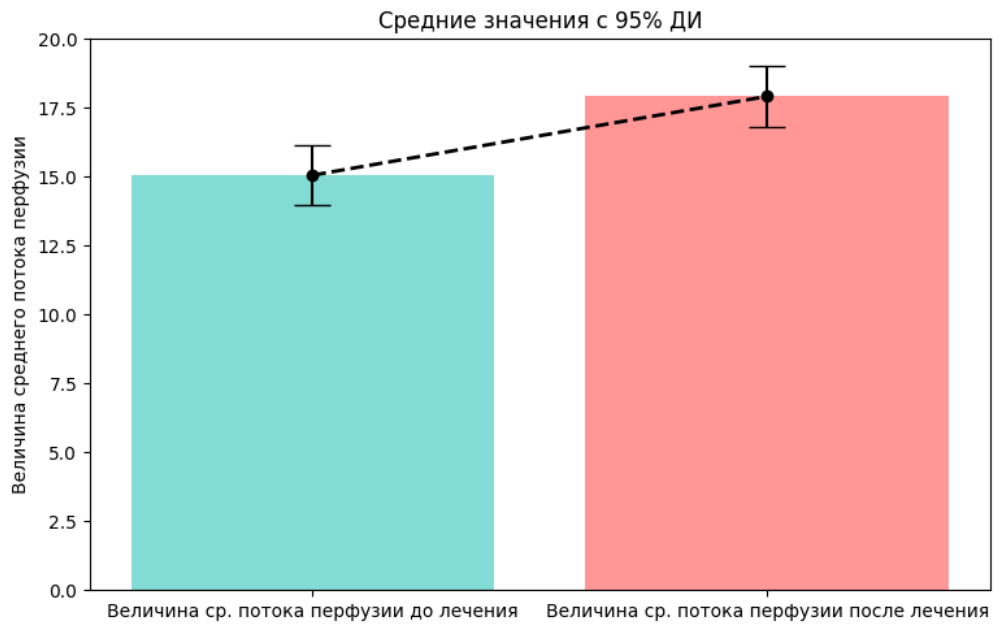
Величина среднего потока перфузии до и после лечения во 2 группе
